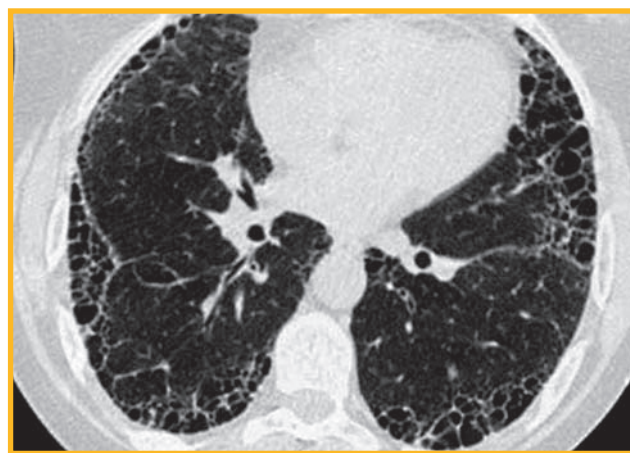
Больной К. 45 лет. Компьютерная томография высокого разрешения. Периферические ретикулярные тени с трансформацией легочного рисунка в субплевральных отделах в «сотное легкое»
